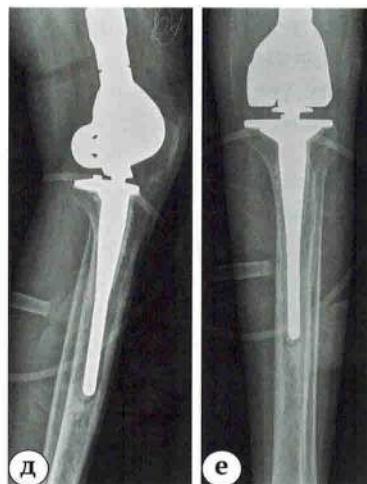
(д, е). Эндопротезирование коленного сустава после удаления ГКО дистального отдела бедренной кости: д, е – рентгенограммы голени и коленного сустава после эндопротезирования (боковая и прямая проекции)
